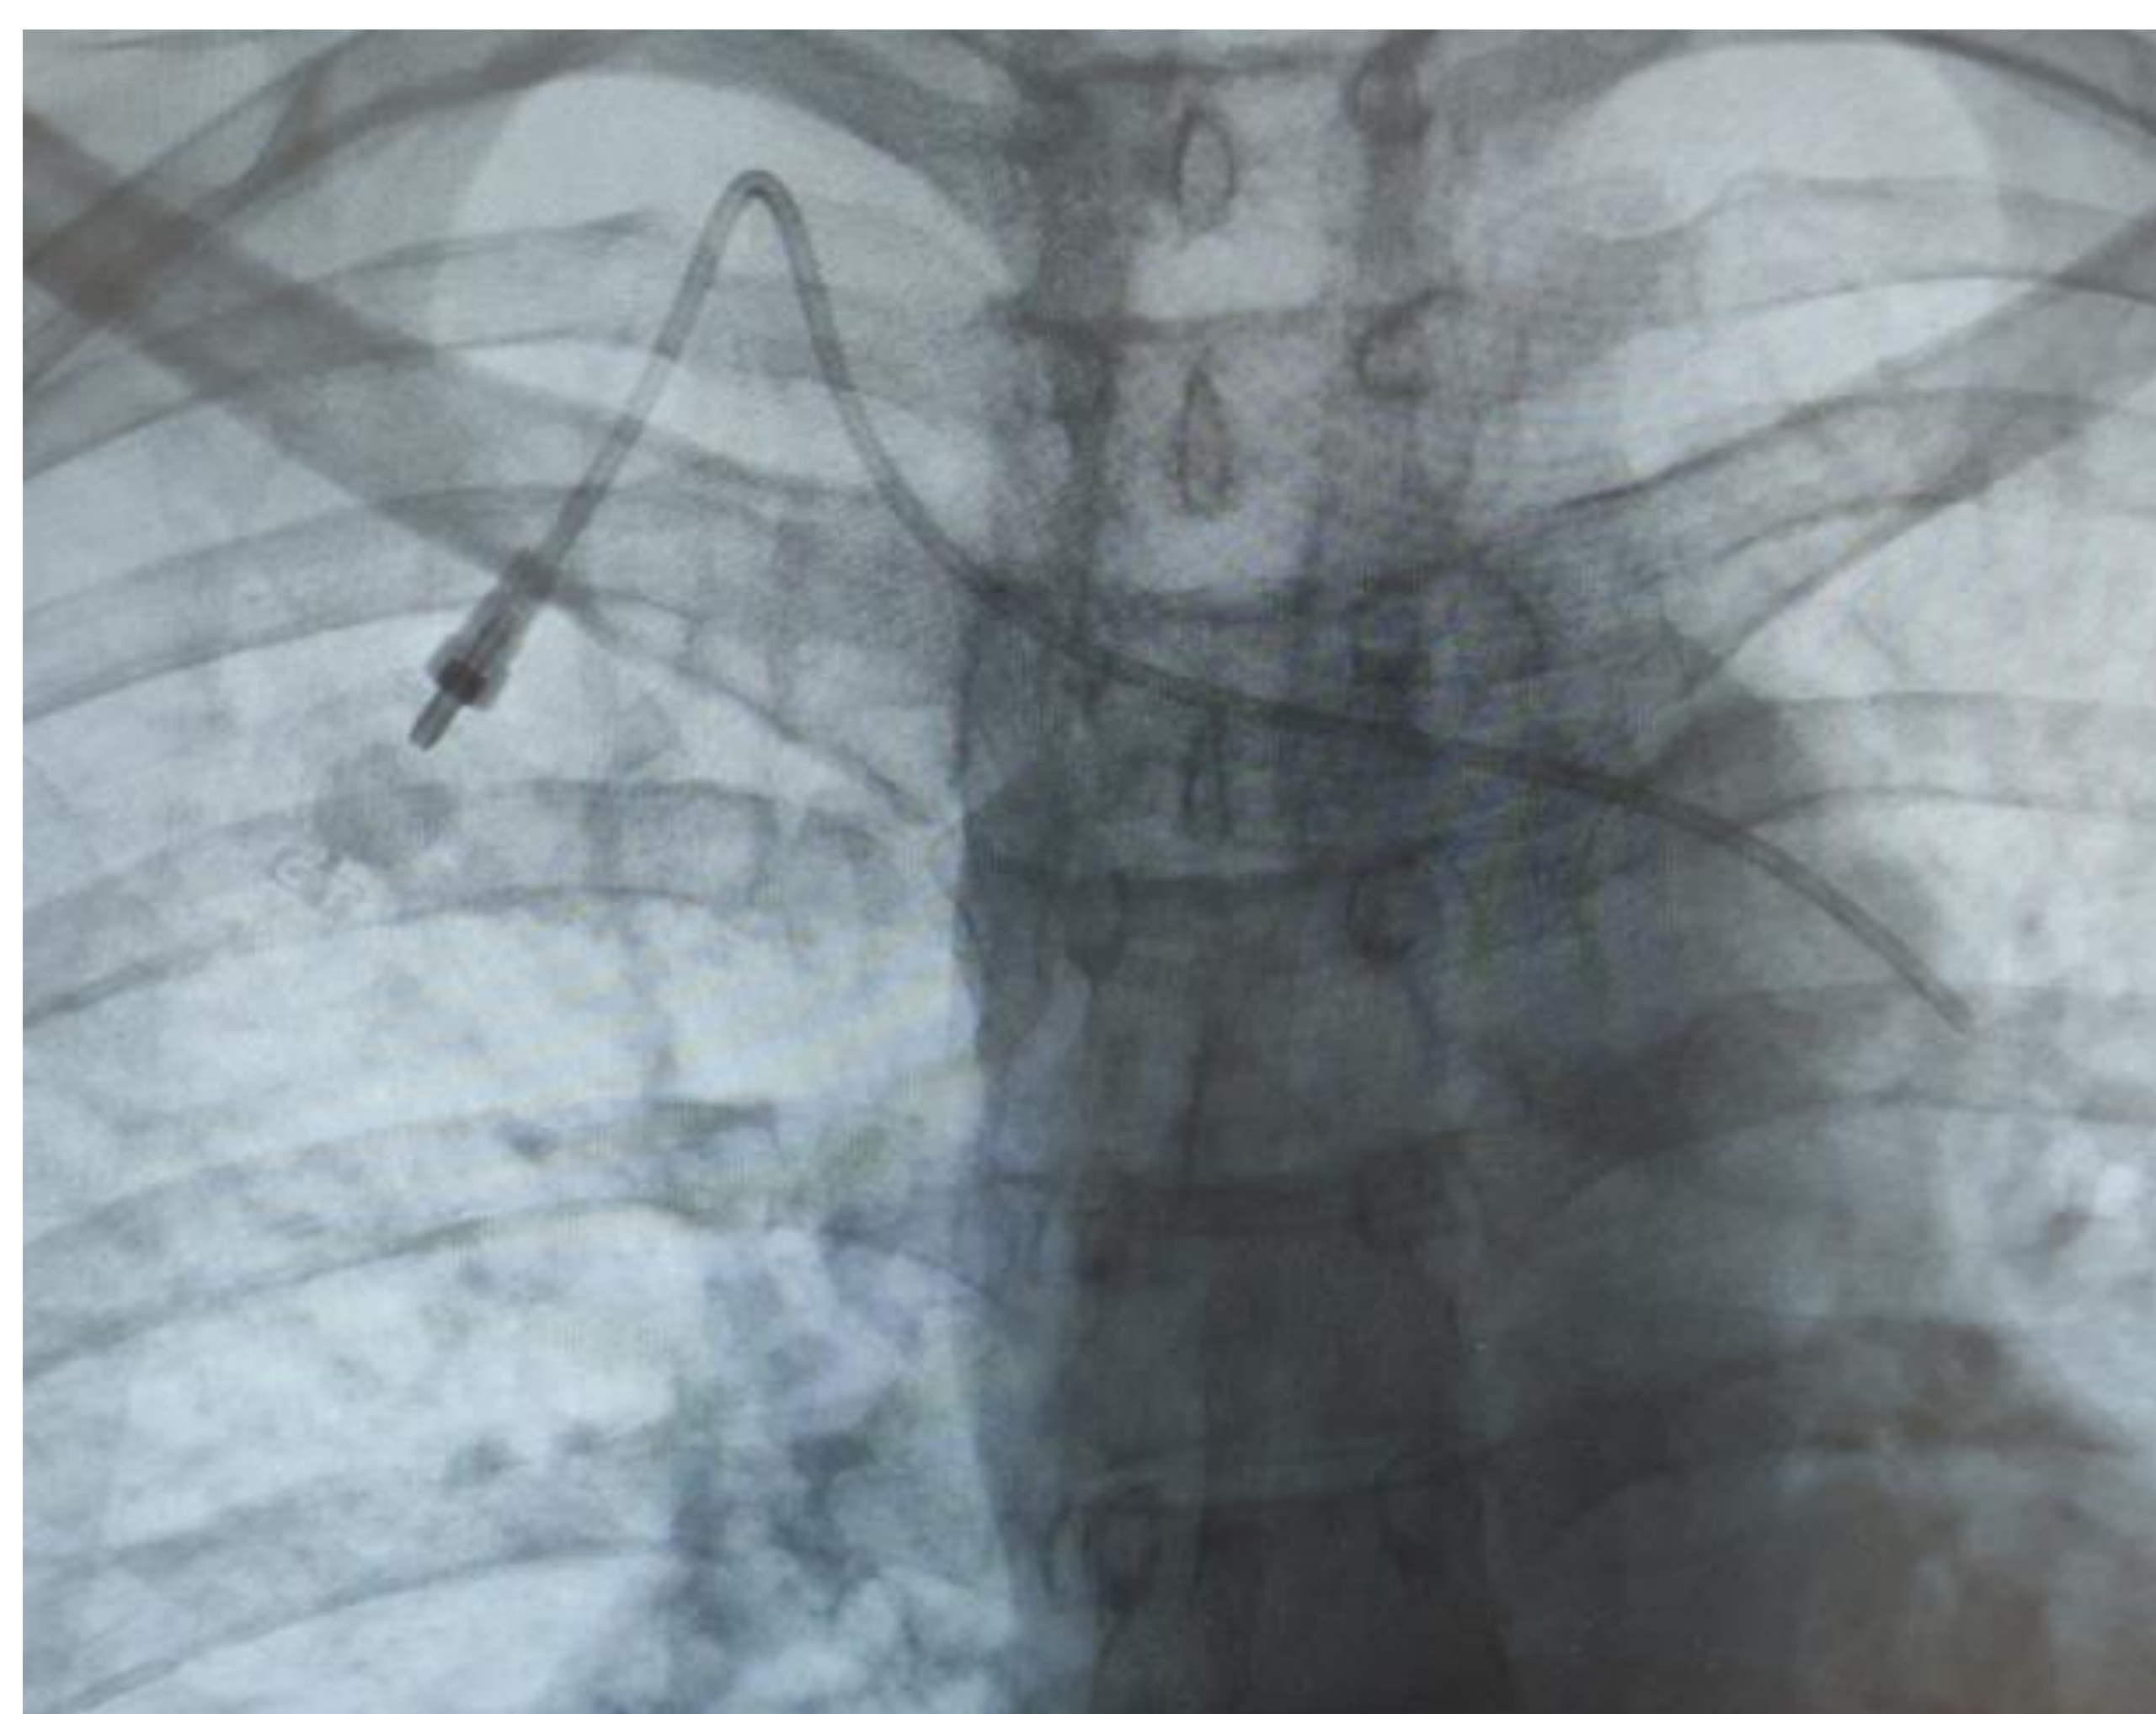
Рентгенограмма проведения диагностического проводника.
